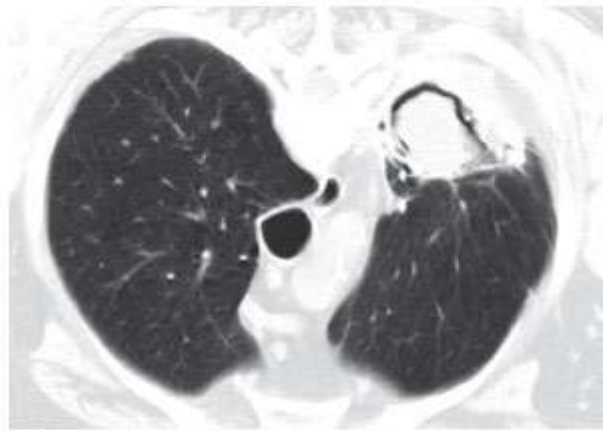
Corte axial de TC de tórax obtida em decúbito ventral demonstrando bola fúngica com sinal do crescente aéreo em cavidade tuberculosa residual. Espessamento pleural associado é identificado.
